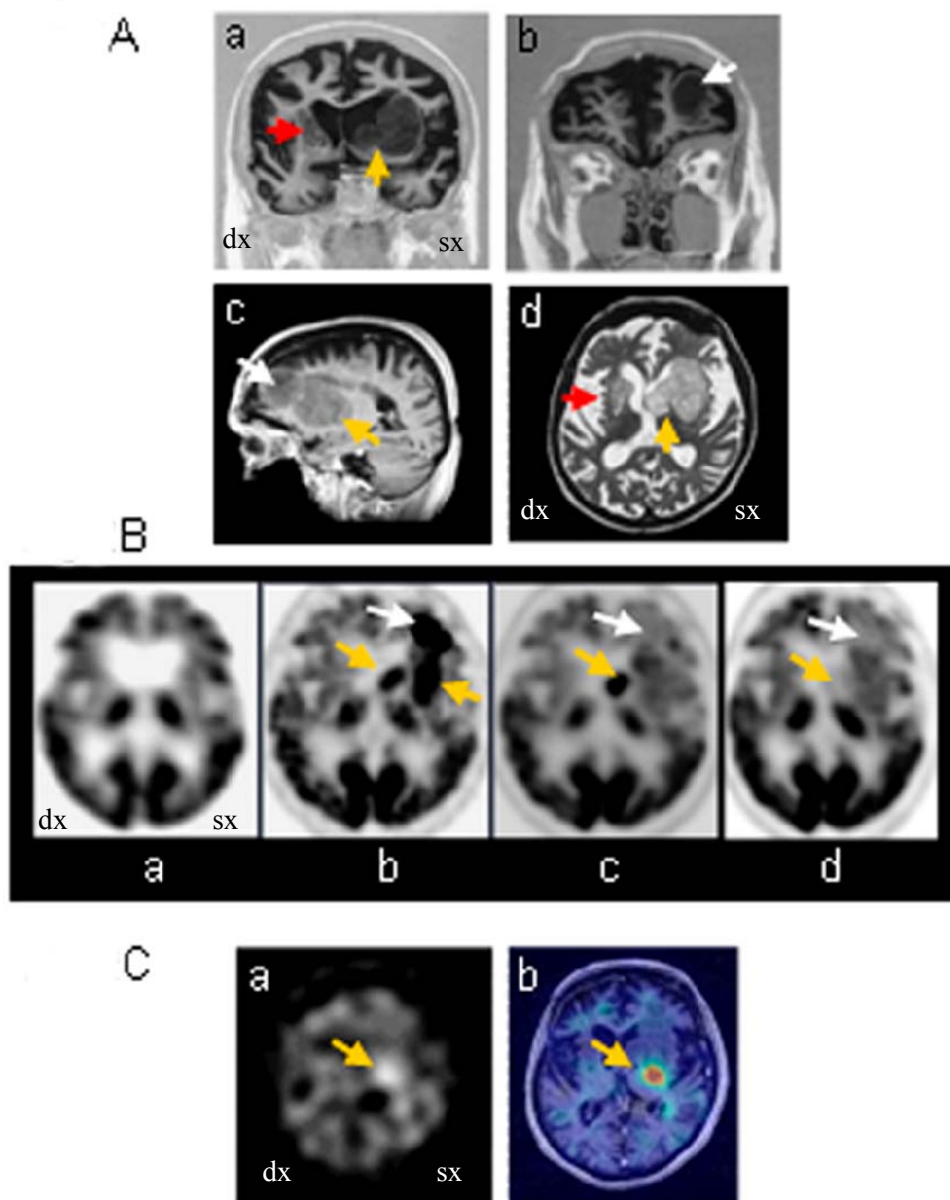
Imaging del paziente 2. A) Immagini RM ottenute 24 mesi dopo il trapianto di destra e 22 dopo quello di sinistra. B) Immagini ^{18}F FDG-PET: a) Prima dell'intervento, b) 12 mesi dopo l'intervento di destra e 10 mesi dopo l'intervento di sinistra, c) 18 mesi dopo l'intervento di destra d) 24 mesi dopo l'intervento di destra. C) a) ^{123}I IBZM-SPECT 24 mesi dopo il trapianto di destra, b) Co-registrazione ^{123}I IBZM-SPECT e RM T1 24 mesi dopo il trapianto di destra.
